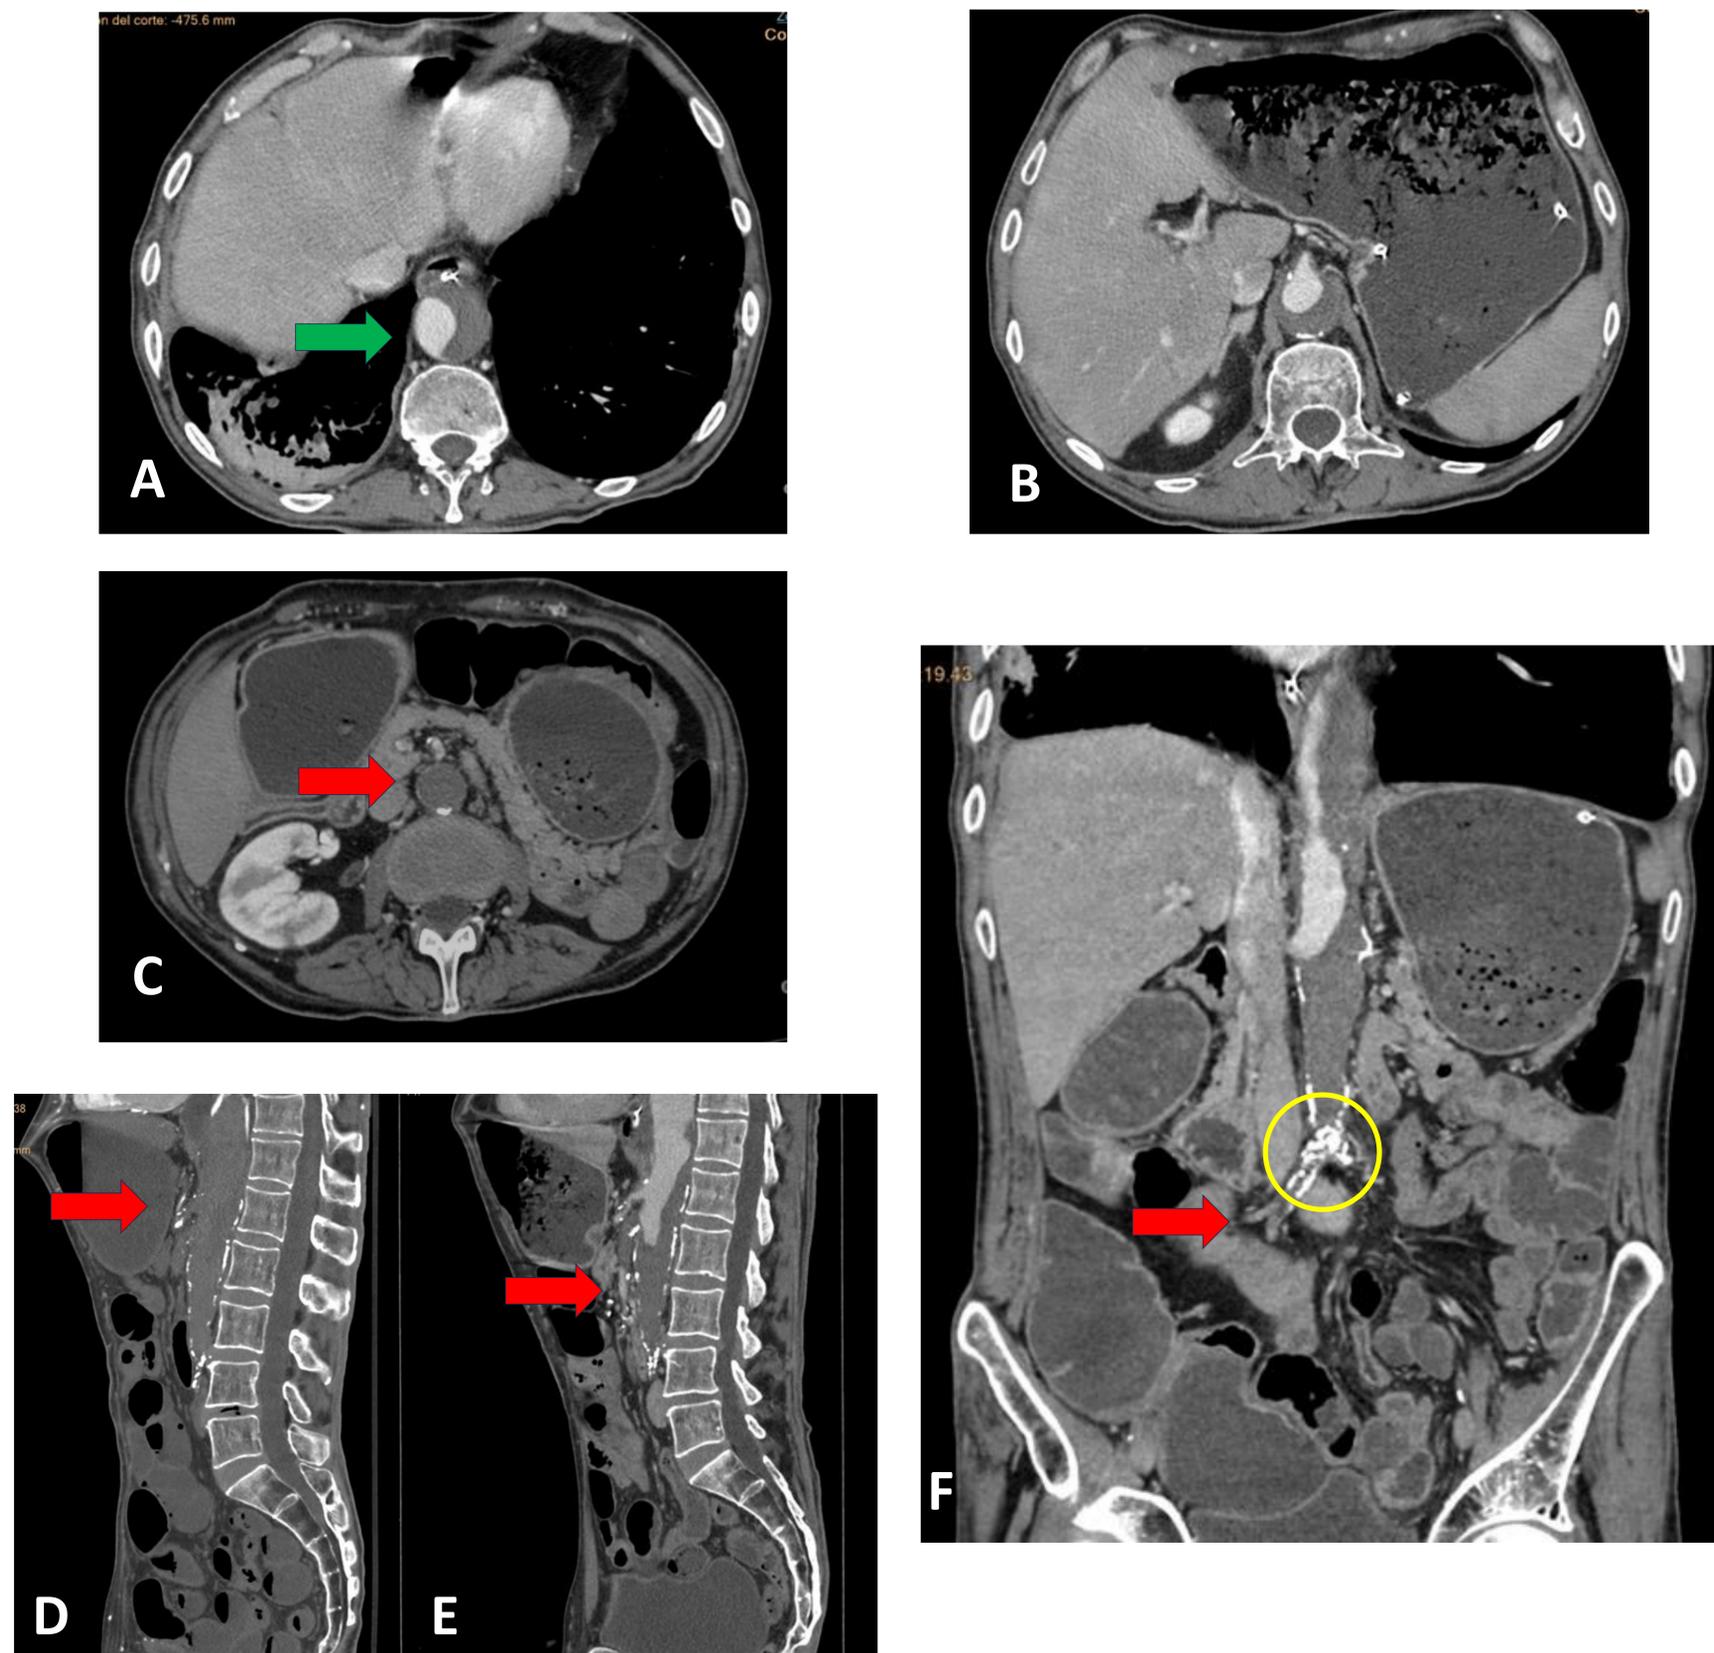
Angio TC de aorta abdominal cortes axiales (A-C), sagital (D,E) y coronal (F), de un paciente de 64 años monorroeno, fumador activo, con antecedentes de diabetes y dislipemia, con cuadro clínico de claudicación intermitente, en el que se visualiza repleción parcial con medio de contraste de la luz de aorta abdominal (flecha verde) hasta salida de arteria renal derecha, no visualizando medio de contraste en resto de luz aórtica ni en arterias ilíacas (flechas rojas). Ateromatosis calcificada en todo su trayecto y ramas, siendo más significativo en bifurcación aortoiliaca (círculo amarillo). El paciente fue diagnosticado de Sd. de Leriche.
